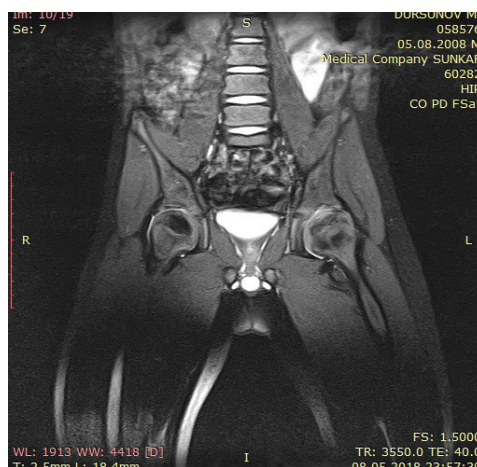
Сравнительные МРТ ТБС, аксиальные сканы, пациента N 1, а - перед курсом лечения и б - спустя 10 месяцев после начала лечения методикой “Plasmolifting” , г - КТомография (аксиальные срезы), в - фото после 10 процедур ТАП, восстановление полного объема движений в правом ТБС
